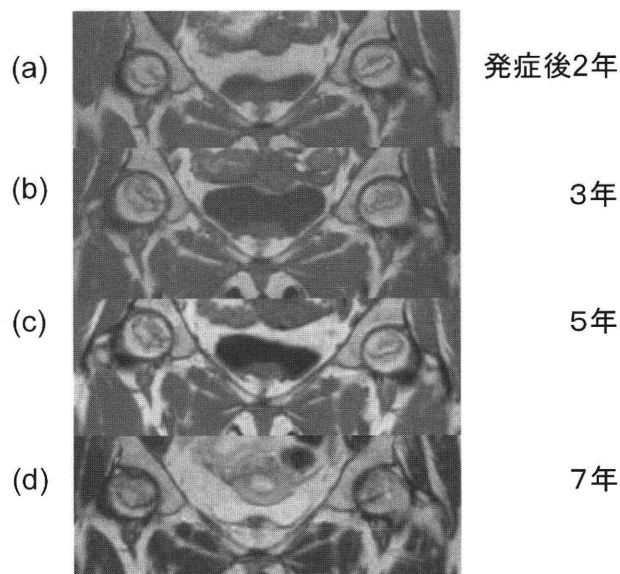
MRI経過(上からa: 発症後2年, b: 発症後3年, c: 発症後5年, d: 発症後7年(術前))
